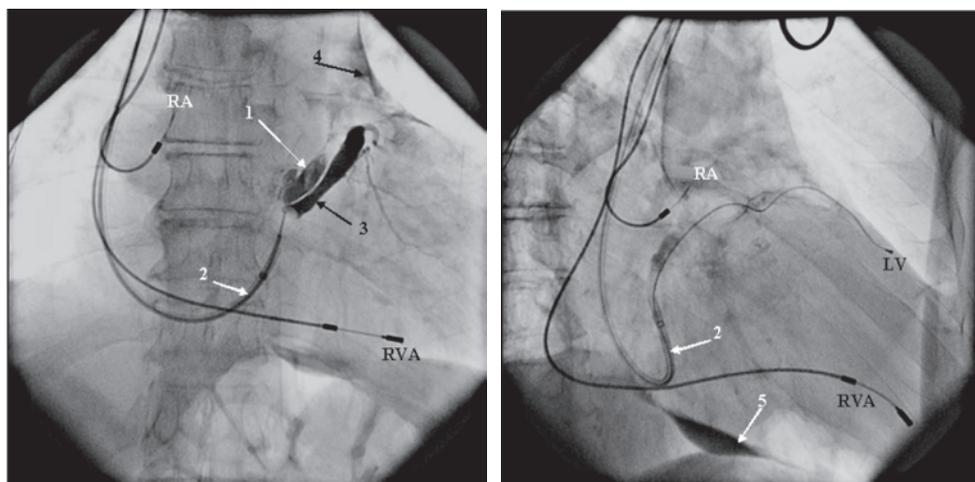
П.16. Панель А: Рентгеновский стоп-кадр в прямой проекции, зарегистрированный во время контрастирования коронарного синуса. Панель Б: Рентгеноскопический стоп-кадр в прямой проекции, зарегистрированный во время имплантации левожелудочкового электрода.
